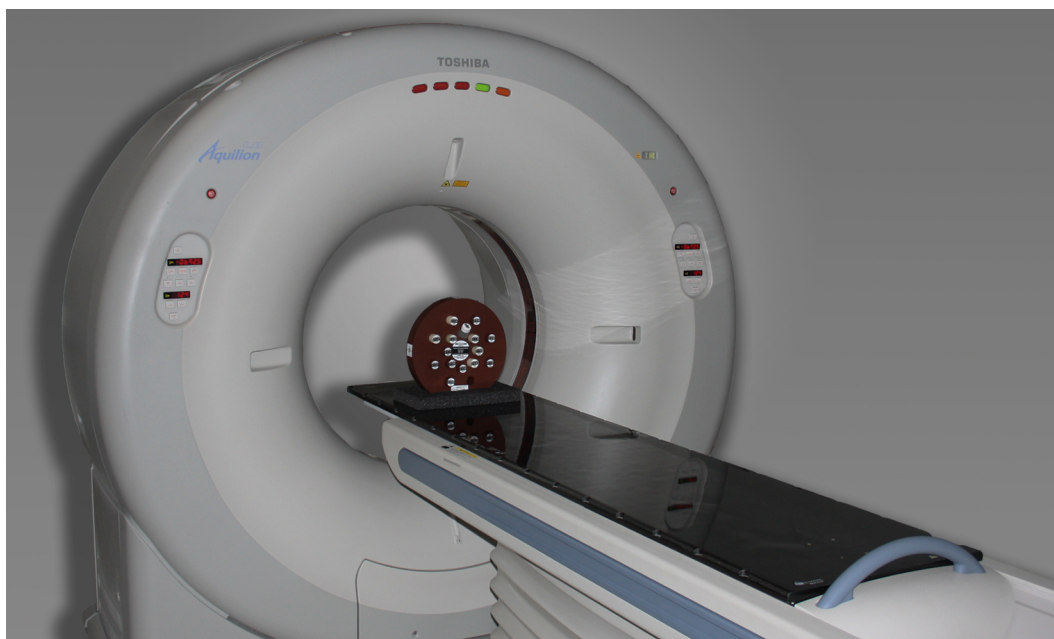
Toshiba Aquilion LB Computertomograph.
